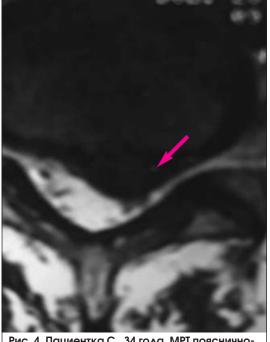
Пациентка С., 34 года. МРТ поясничнокрестцового отдела позвоночника (режим Т2, аксиальный срез). Стрелкой указана латеральная левосторонняя грыжа межпозвонкового диска с признаками невральной компрессии. 2013 г.
